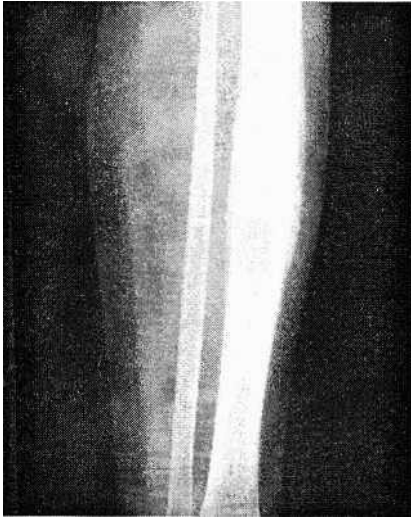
Рентгенограмма голени восьмилетнего ребенка. Саркома Юинга
